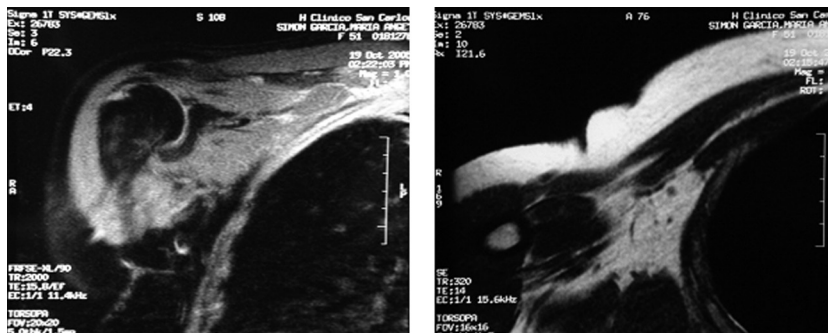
Resonancia magnética del hombro derecho seis años después de la resección del neurinoma. Cortes coronal (izquierda) y axial (derecha). Cambios postquirúrgicos y ausencia de recidiva tumoral.
